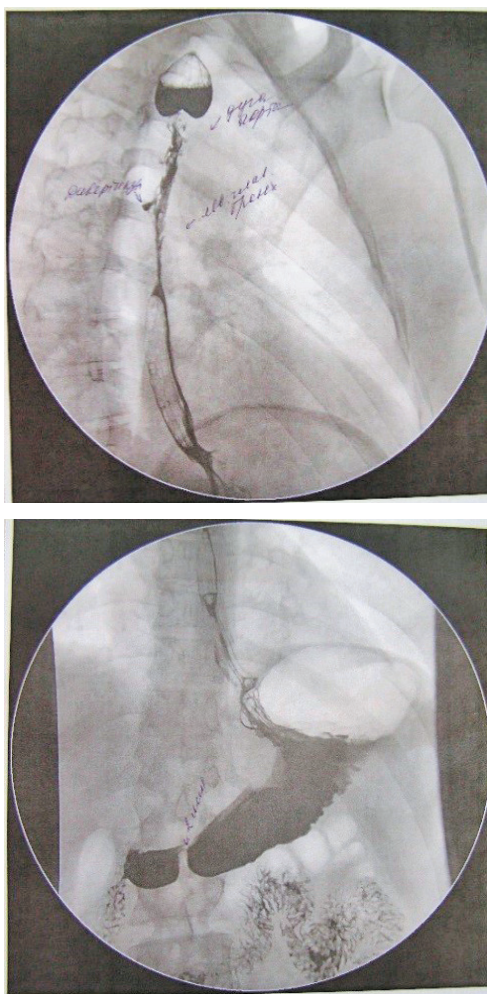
Стеноз верхней трети пищевода и выходного отдела желудка (рентгенограмма)
